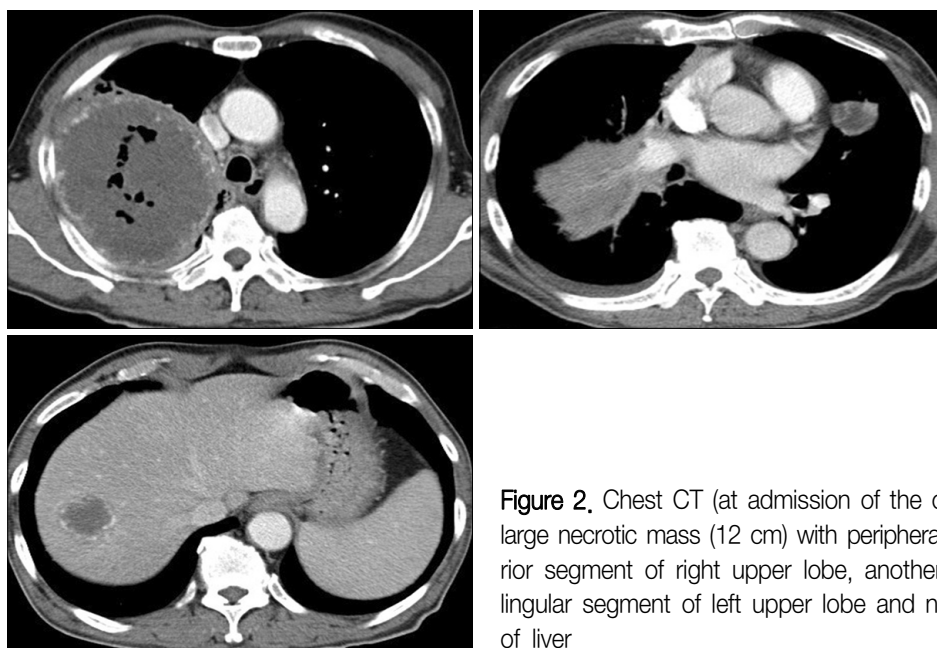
Chest CT (at admission of the other hospital) showed a huge large necrotic mass (12 cm) with peripheral hypervascularity in the posterior segment of right upper lobe, another small necrotic nodule in the lingular segment of left upper lobe and necrotic mass in the right lobe of liver.
